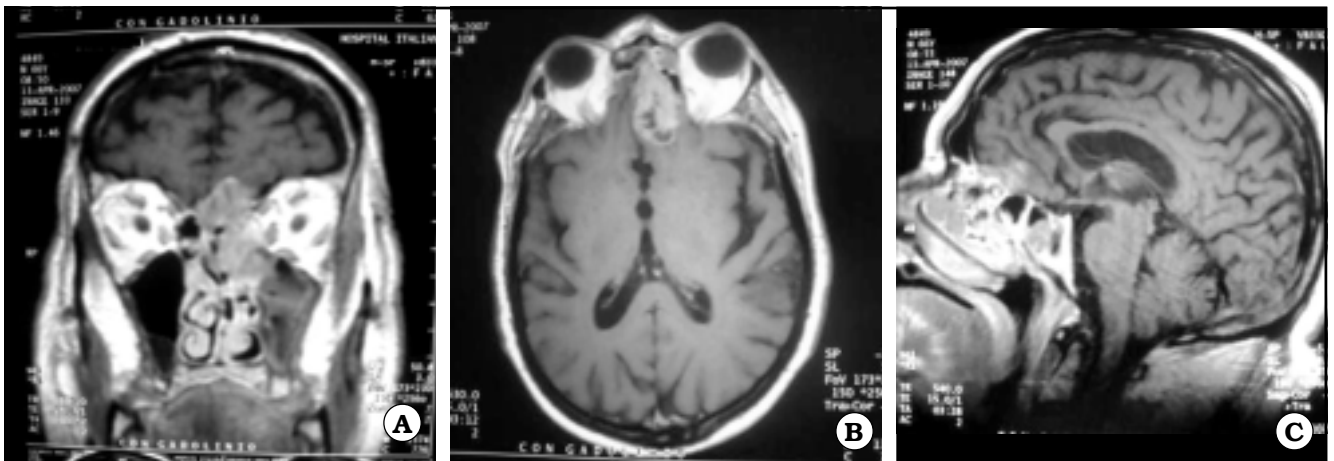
IRM de macizo craneofacial sin y con Gadolinio. A. Corte coronal T1 con gadolinio muestra gran masa originada en cúpula etmoidal a predominio izquierdo que refuerza en forma heterogénea con el contraste. B. Corte axial T1 con gadolinio a nivel orbitario. C. Corte sagital T1 con gadolinio a la altura de fosa nasal izquierda.
